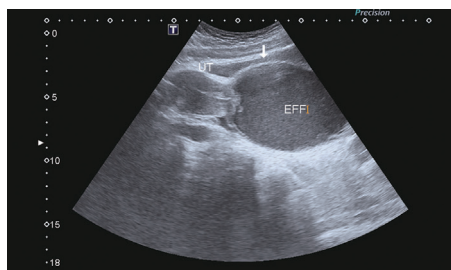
阴道积液及宫腔积液超声图像 注 细箭头所指为宫腔及阴道积液,粗箭头所指为膀胱
